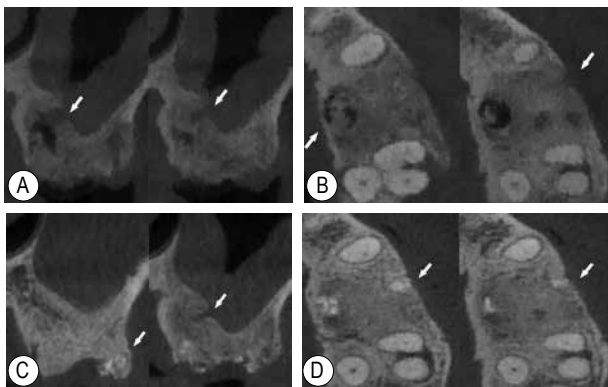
26 术后即刻及术后 8 个月 CBCT A~B 为 26 拔牙位点保存术后即刻 CBCT, A: 冠状面; B: 横断面; C~D 为术后 8 个月 CBCT, C: 冠状面; D: 横断面。箭头示既往骨缺损处愈合封闭, 有新骨形成
